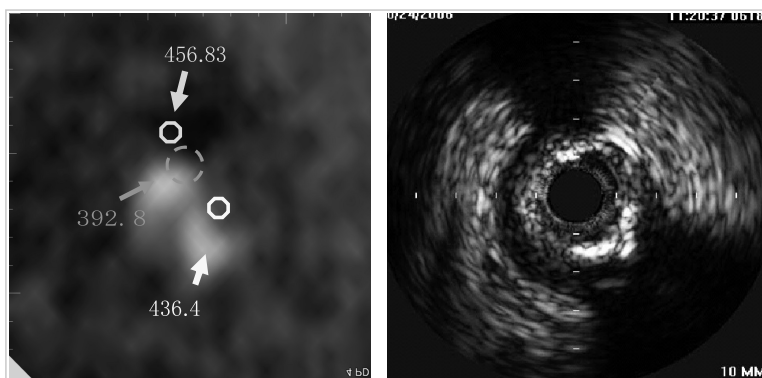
Coronary-CT (右)、IVUS (左)
